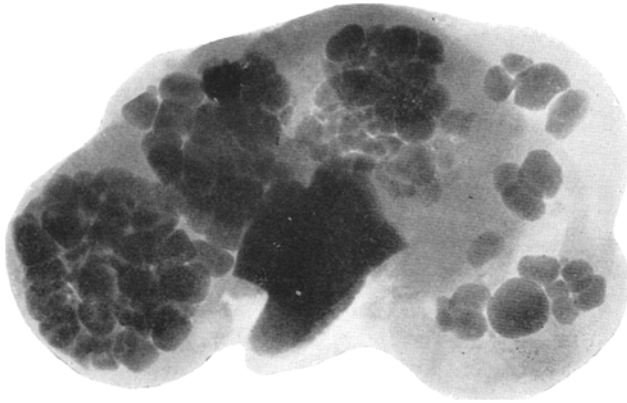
Röntgenbild der Niere.
